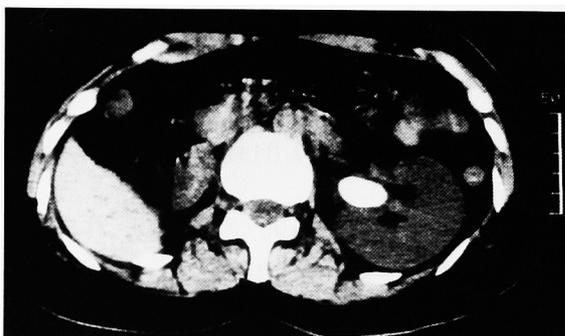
CT showed high density area in the left renal pelvis and revealed it as the renal stone.
